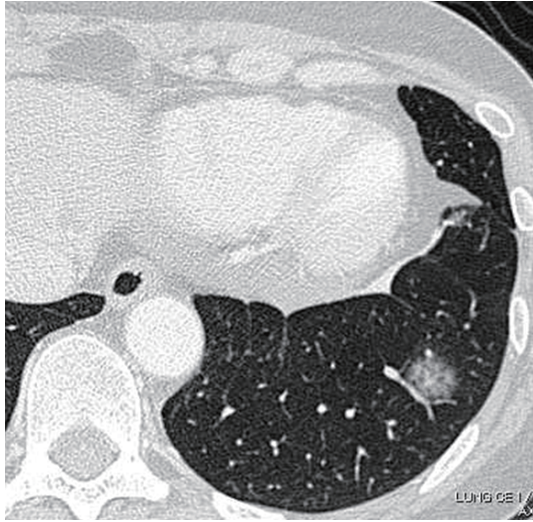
Chest CT demonstrates GGO (16×16 mm) in the left lower lobe.
